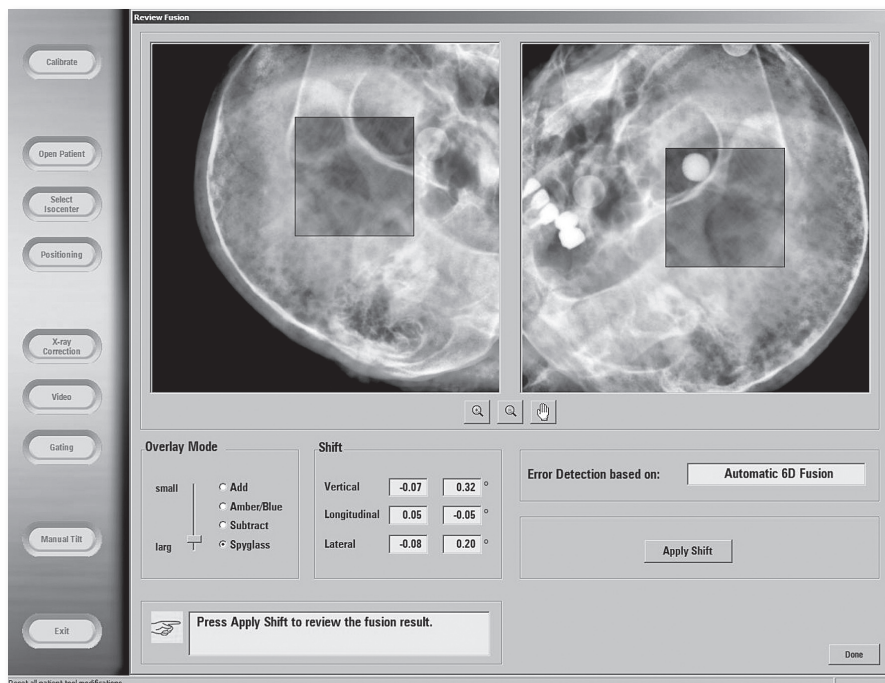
ノバリスTxに搭載されるエグザクトラックX線システムの表示画面
